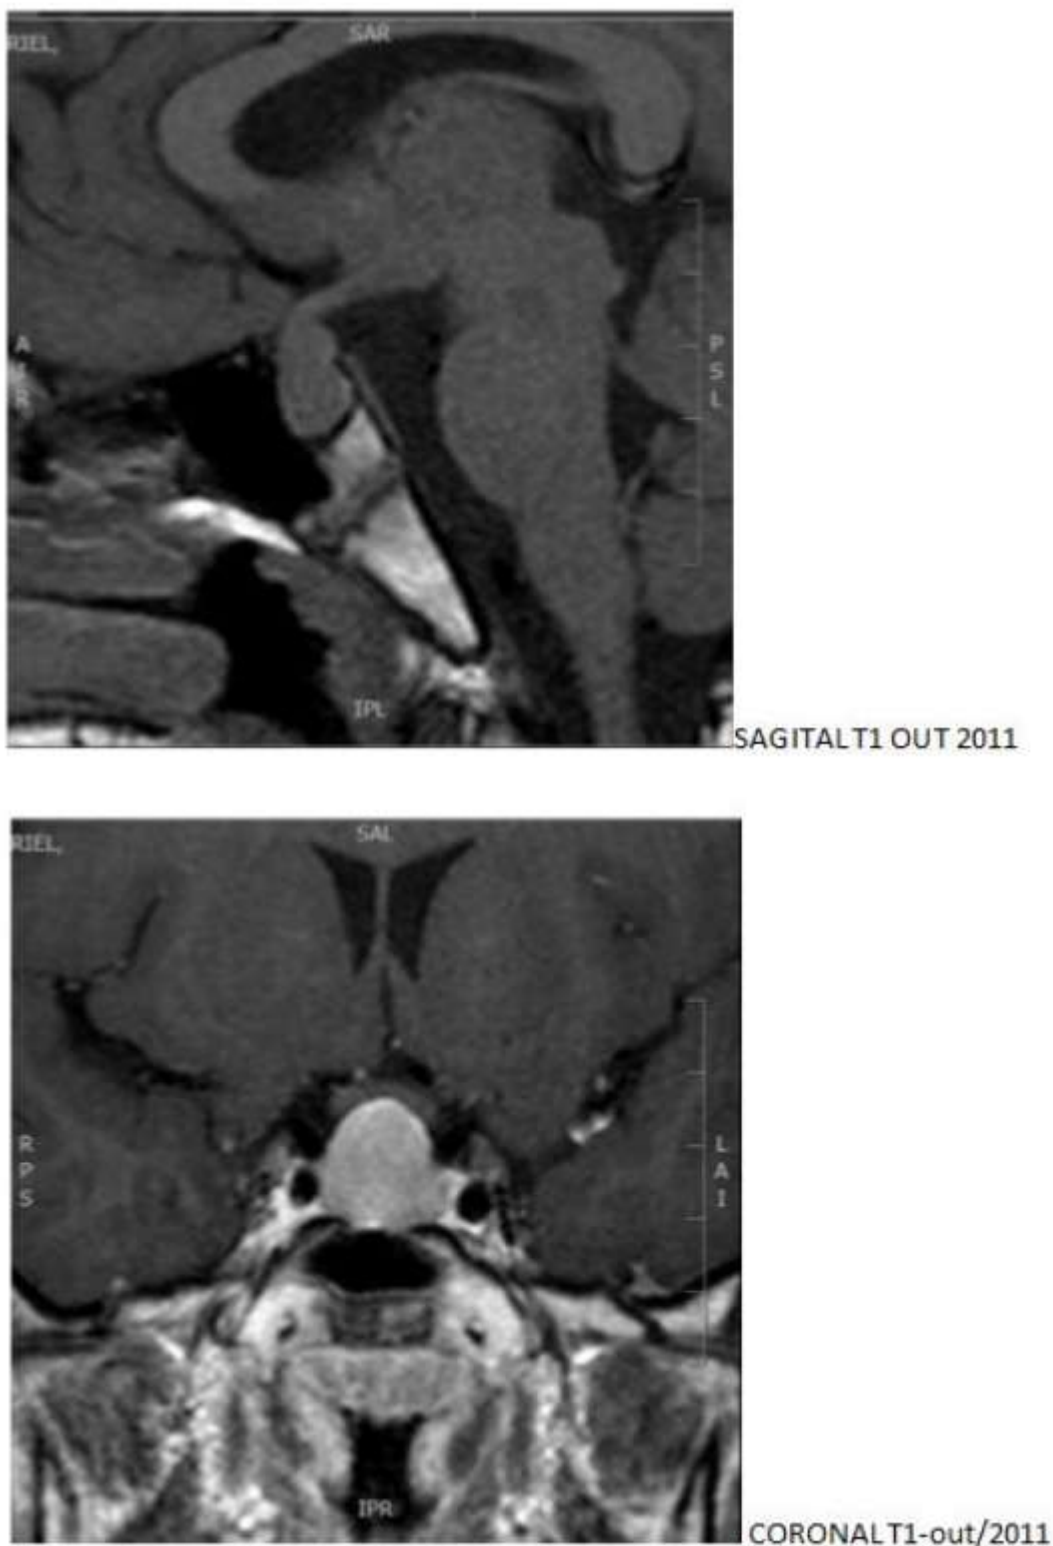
Ressonância magnética de sela túrcica com imagem sugestiva de lesão expansiva hipofisária
